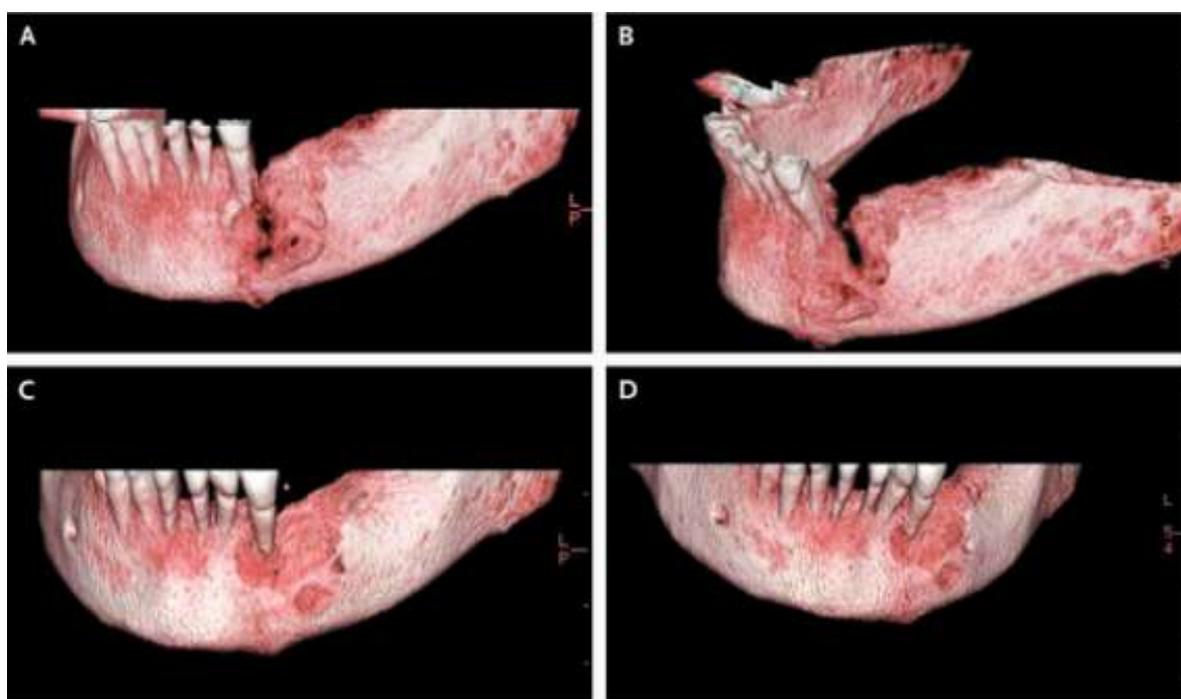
Reconstruction 3D après TDM de la mandibule d'une patiente de 88 ans atteinte d'ONM, avant (A et B) et après (C et D) 8 semaines de traitement par teriparatide à la dose de 20 µg par jour (223).
